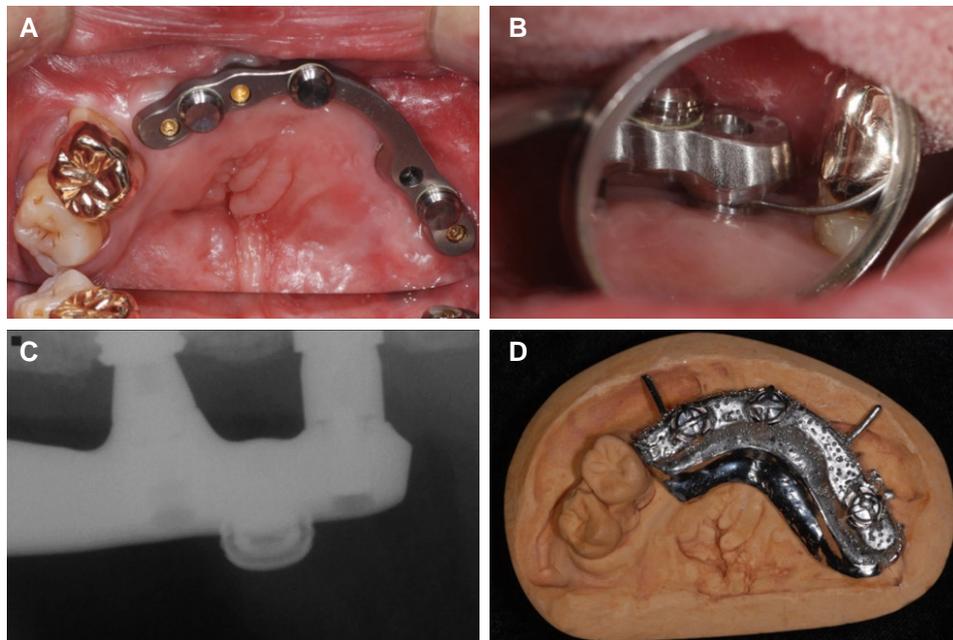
(A) Titanium milled bar try-in, (B) Passive fit evaluation: direct vision and tactile sensation, (C) Passive fit evaluation: periapical radiographic image, (D) Fabricated metal framework.
